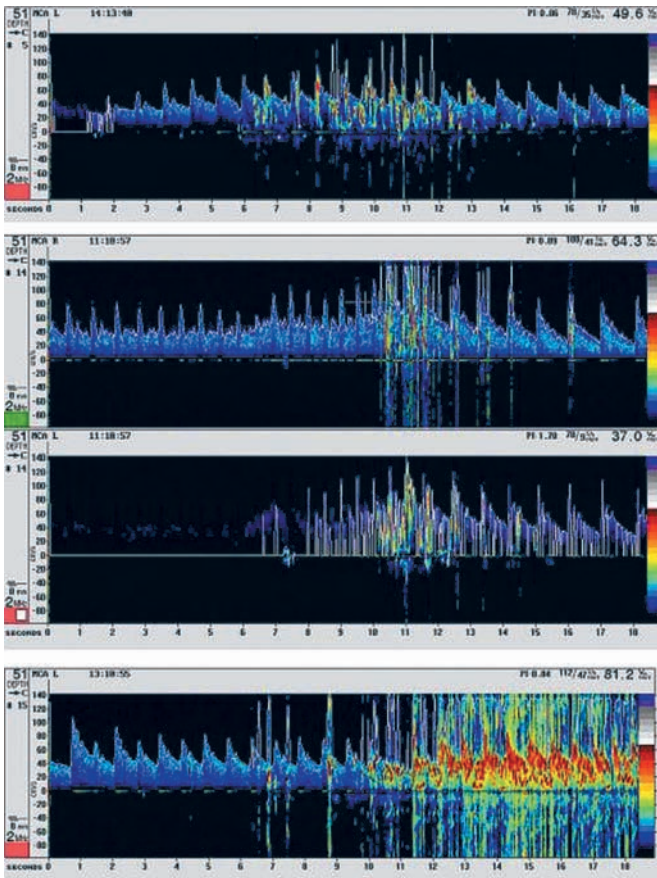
Patrón transitorio de alta intensidad (HITS en sus siglas en inglés; ver texto) detectado con doppler transcraneal, en un paciente con foramen oval permeable.
